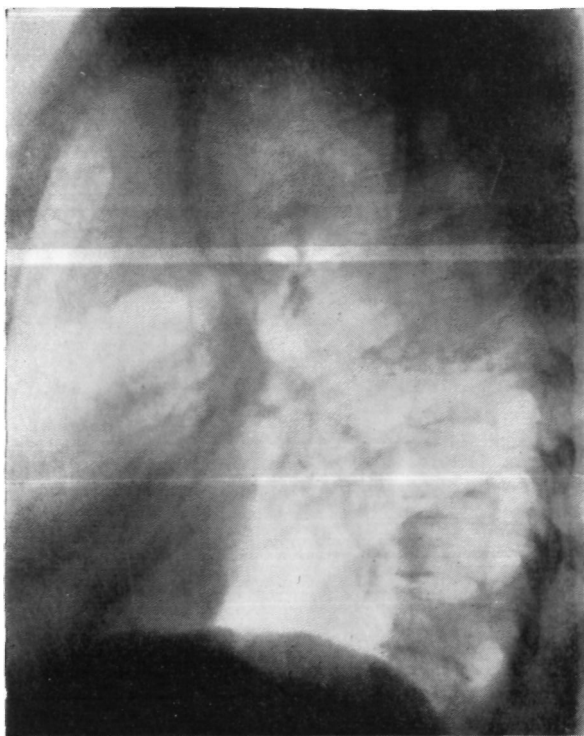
Тот же больной. Боковая рентгенограмма левого легкого. Гиповентиляция верхней доли.
